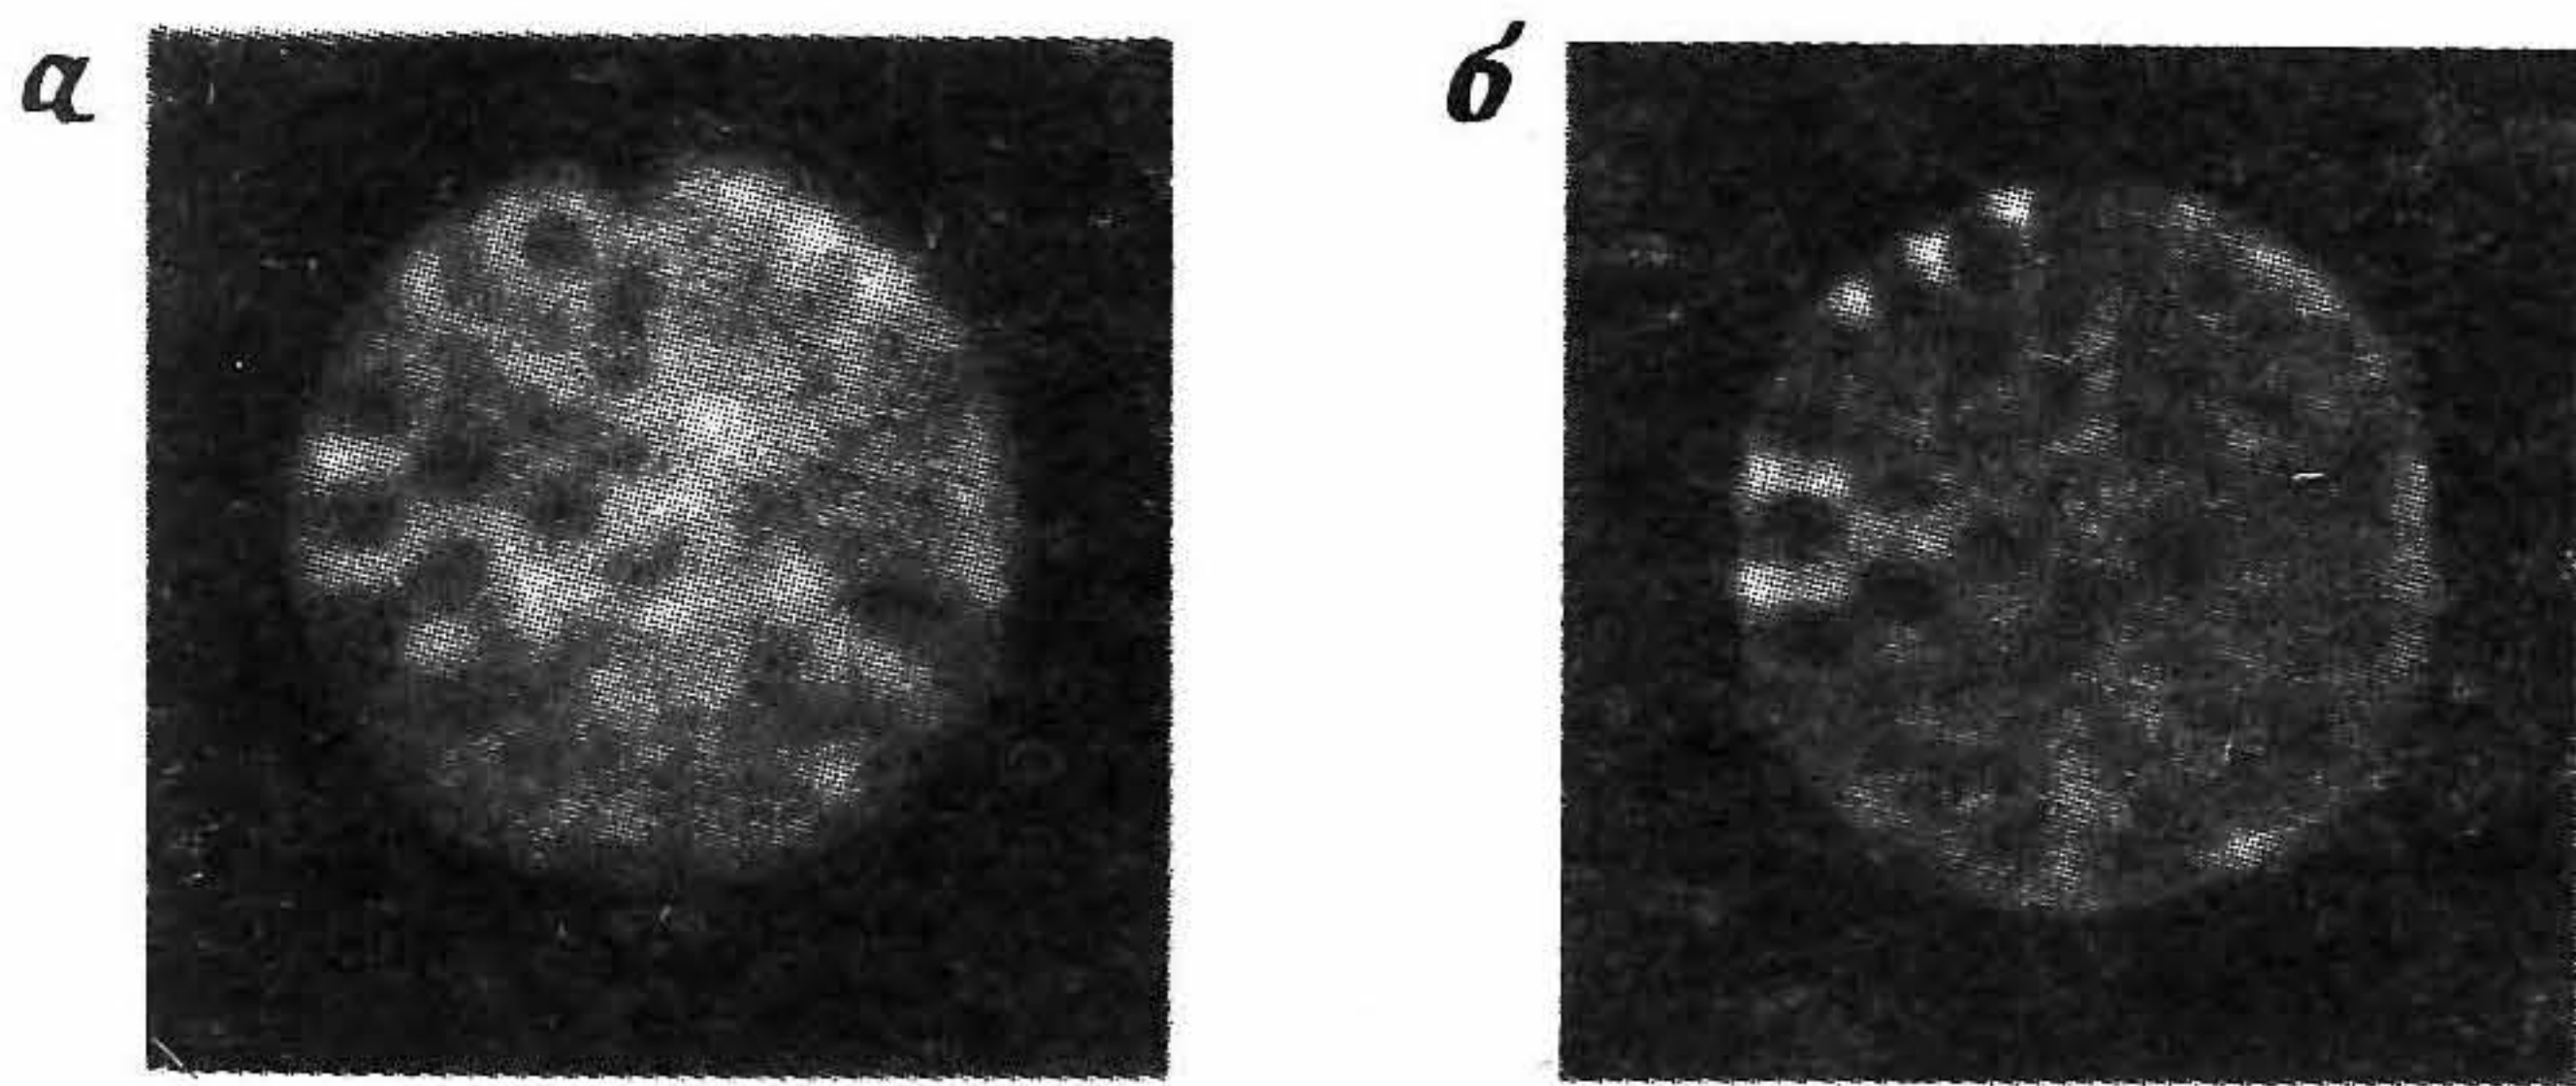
Пример использования трехмерного обращения свертки функции отклика точечного источника с целью устранения влияния рассеянного излучения на томографическое изображение. *а* — исходная томограмма; *б* — томограмма после трехмерного обращения свертки.
